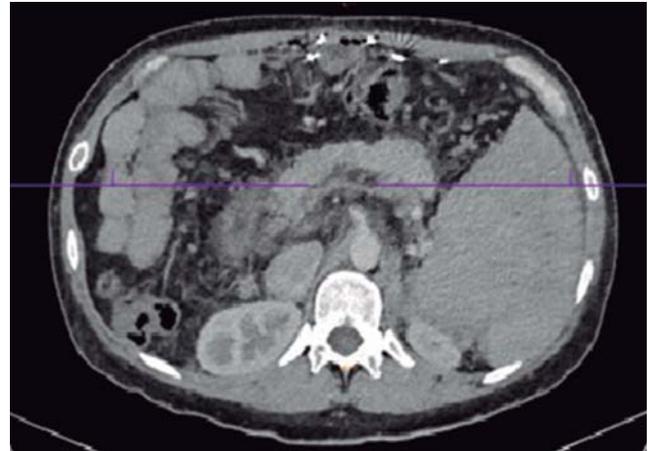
Tomografía computada de control con evidencia de recanalización parcial de vena porta.
